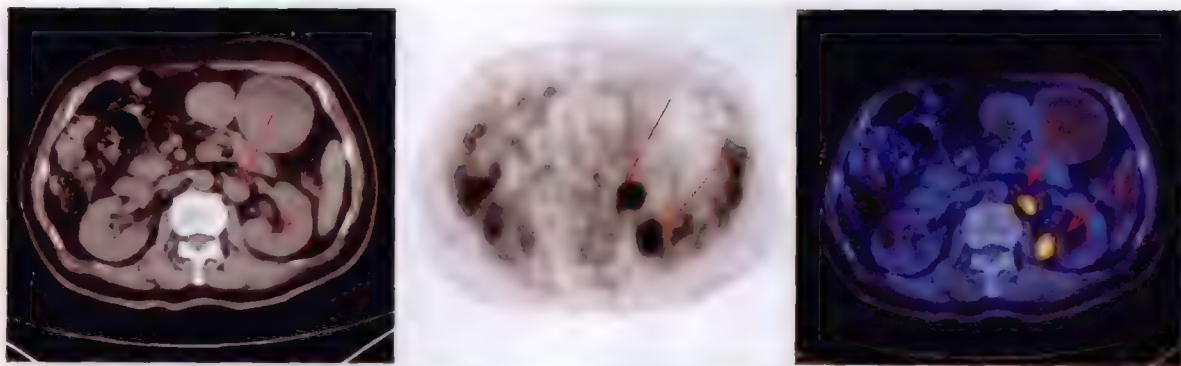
呋塞米促排后 ^{18}F -FDG PET/CT 显像示肾癌伴腹膜后淋巴结转移
